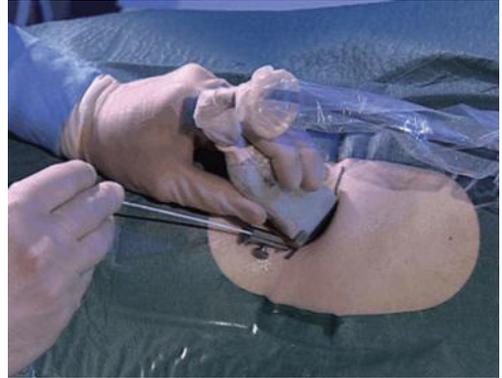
Punção percutânea com auxílio de ecografia (Adaptado de Osman et al. 2005)
